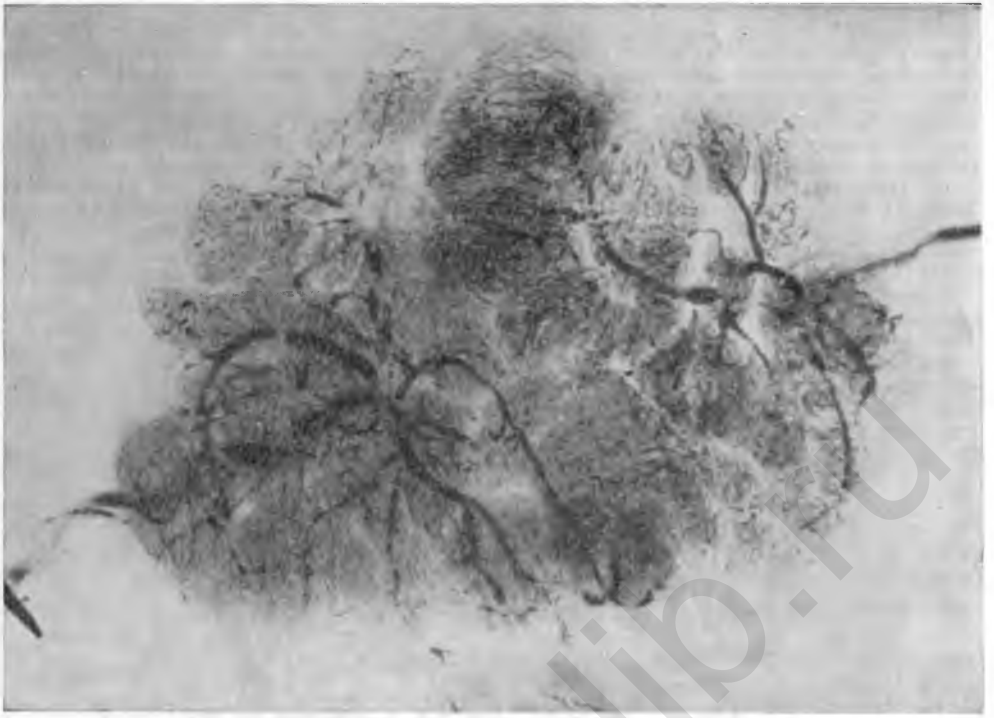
Рентгенограмма. Сосудистая система плаценты однояйцевой двойни-анастомозы.
